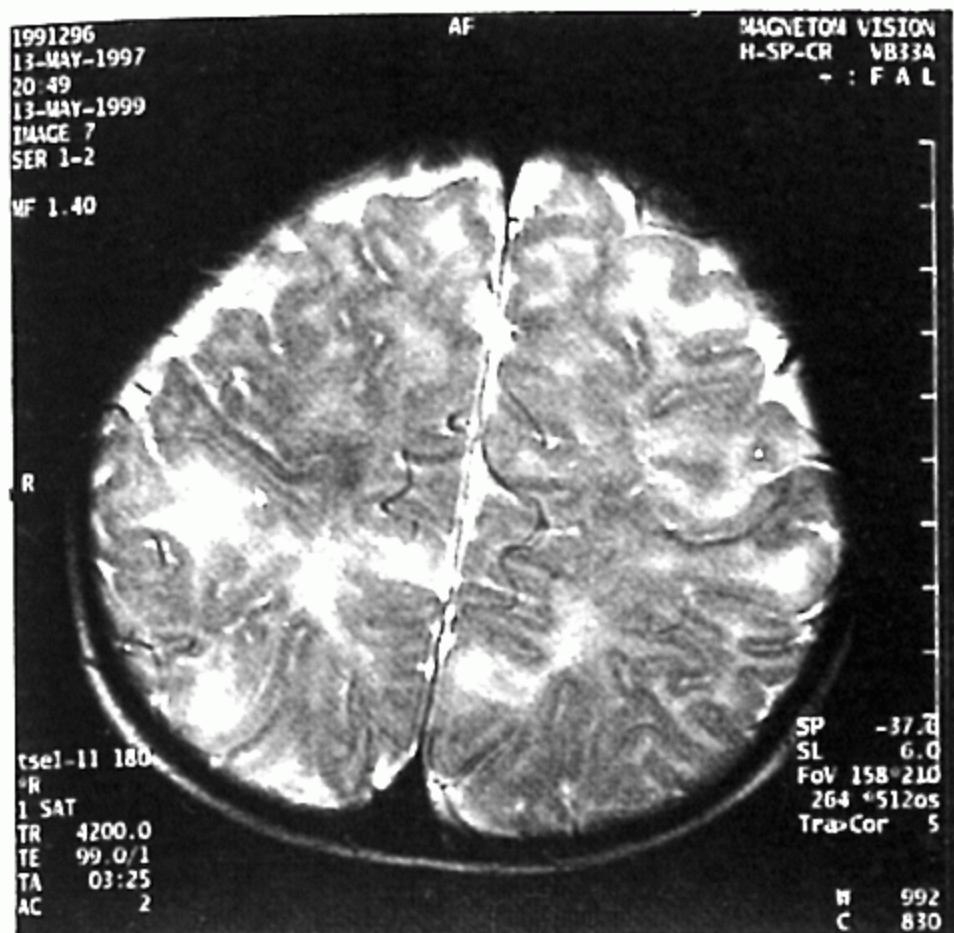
Axial T2-weighted image of the brain reveals multifocal high signal intensity lesions, representing tubers in the subcortical white matter of both frontal and parietal lobes.
